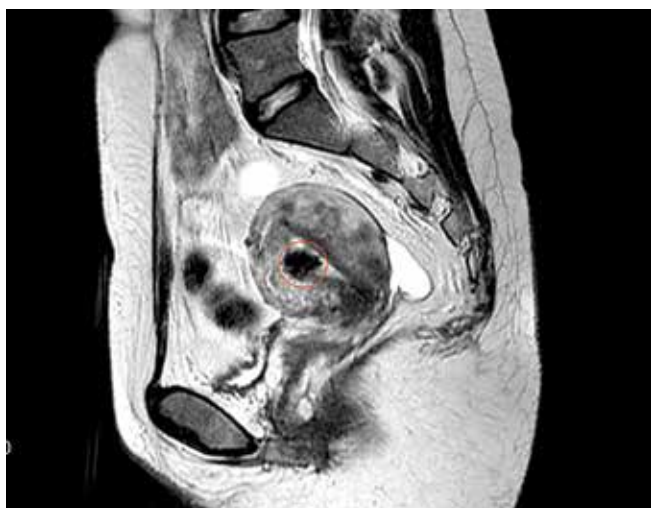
Магнитно-резонансная томография органов малого таза перед хирургическим вмешательством: опухоль матки (очерчено красным)
